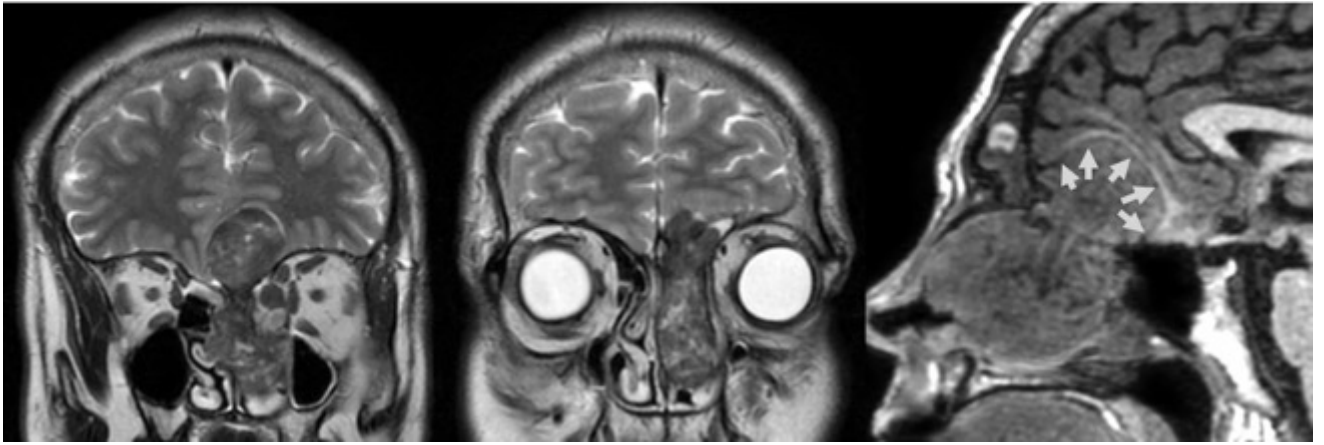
Наблюдение №5. МРТ при поступлении. Опухоль занимает левую половину полости носа, решетчатый лабиринт, распространяется в лобную пазуху, глазницу, противоположный общий носовой ход, формирует крупный интракраниальный узел, оттесняющий лобную долю (стрелки)
